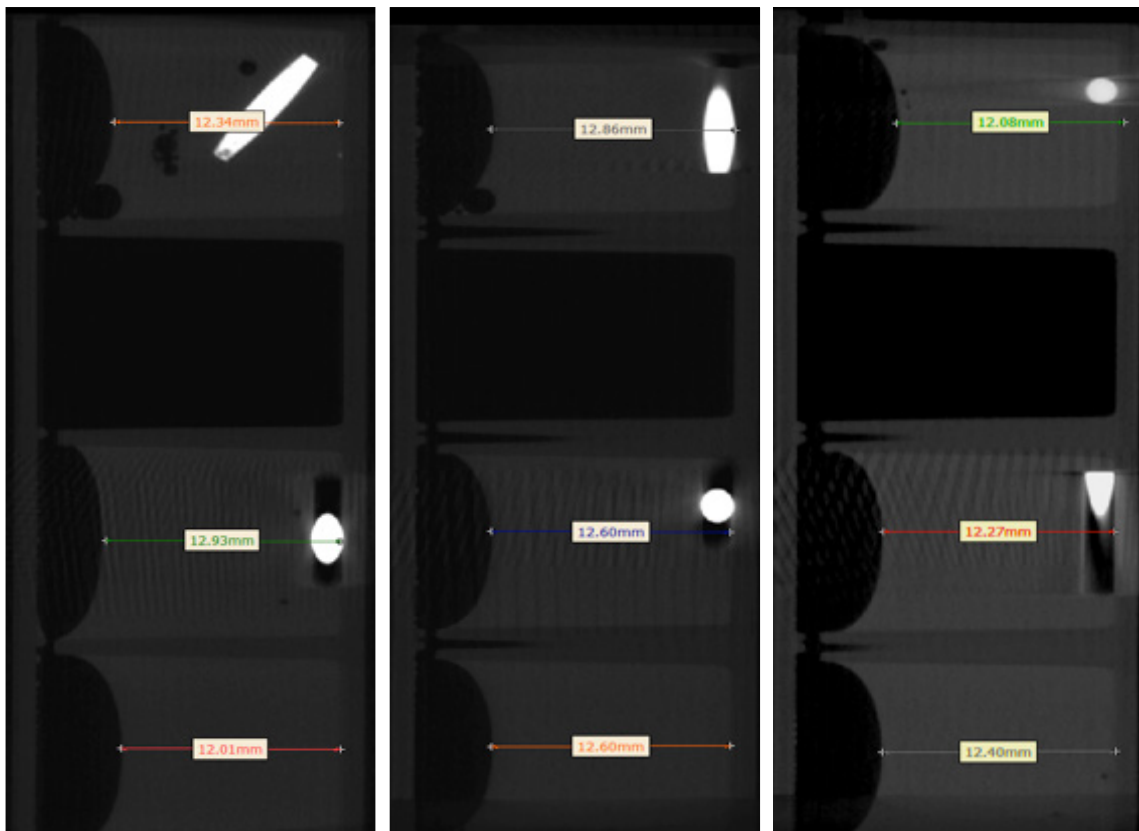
Das µCT-Schnittbild an Tag 1 zeigt einen Höhenvergleich der 3D Gele mit diff. hMSCs mit Mg-Implantat (oben), Ti-Implantat (Mitte) und einem implantatfreien Gel (unten); DonorInnen 5, 6, 4 (von li. nach re.) – Passage 3
